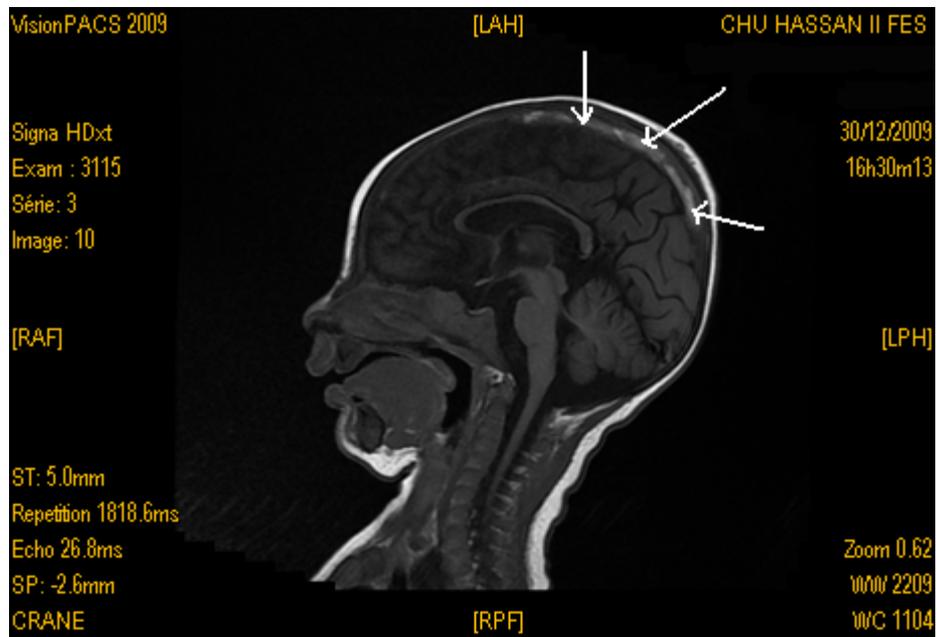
coupes IRM montrant une thrombophlébite cérébrale du sillon longitudinal supérieur chez un de nos patients [77]
